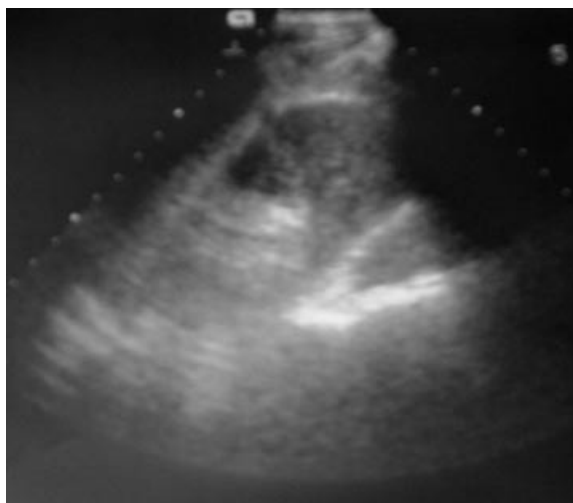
Ultrasound. R. Ż., a 16-year-old boy, beaten up. Effacement of right kidney upper pole – contusion.
